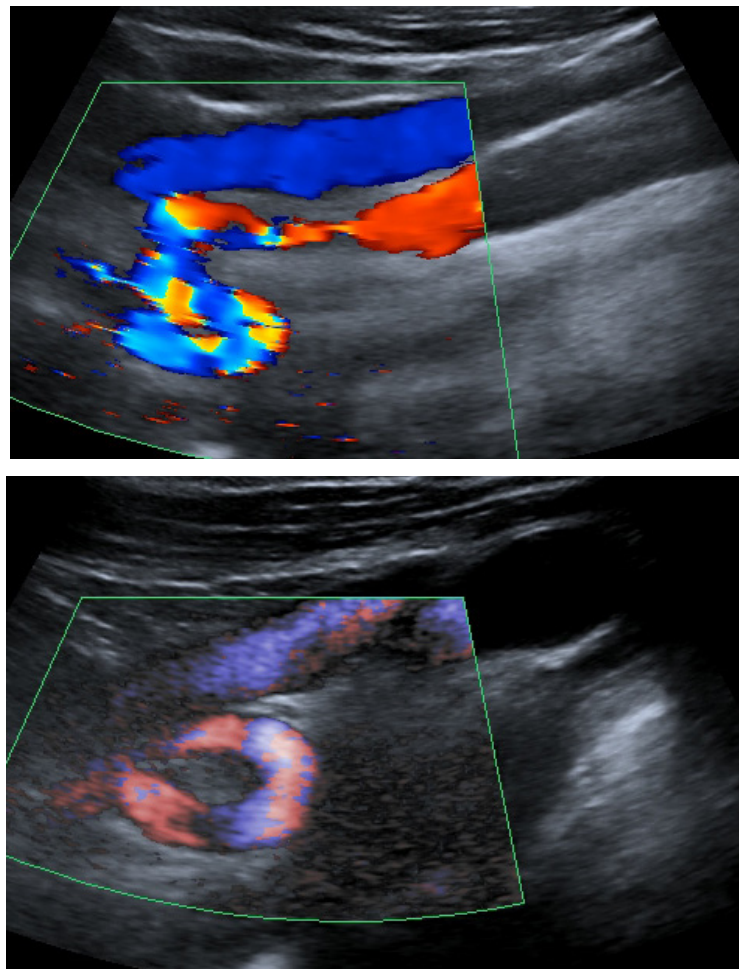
Internal carotid artery elongation. A) Kinking. Color Doppler mode. Longitudinal plane. B) Coiling; ADF mode. Longitudinal plane.
